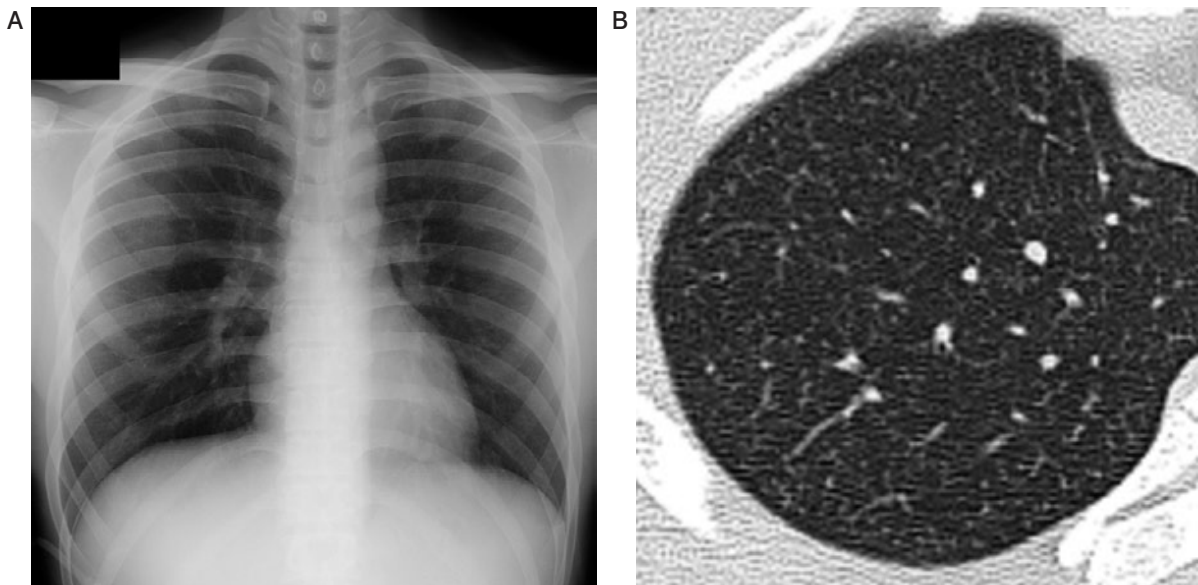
症例2. (A) 座位 AP 像と (B) 右上肺野 thin slice CT. X 線画像に異常は認められないが, CT では低濃度ながら辺縁明瞭な径 1 mm までの微小結節が密に分布している.
